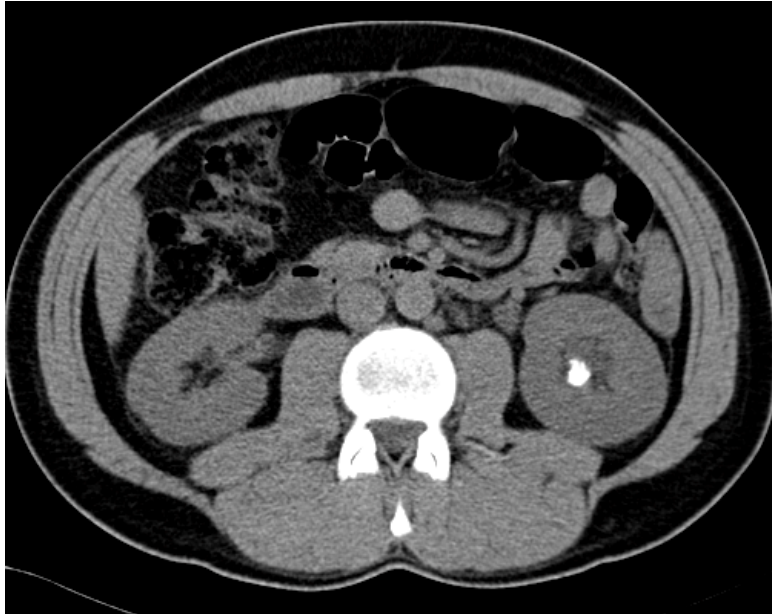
Cortes coronal y axial de TAC abdominopélvico donde se objetiva la presencia litiasis renal izquierda.
